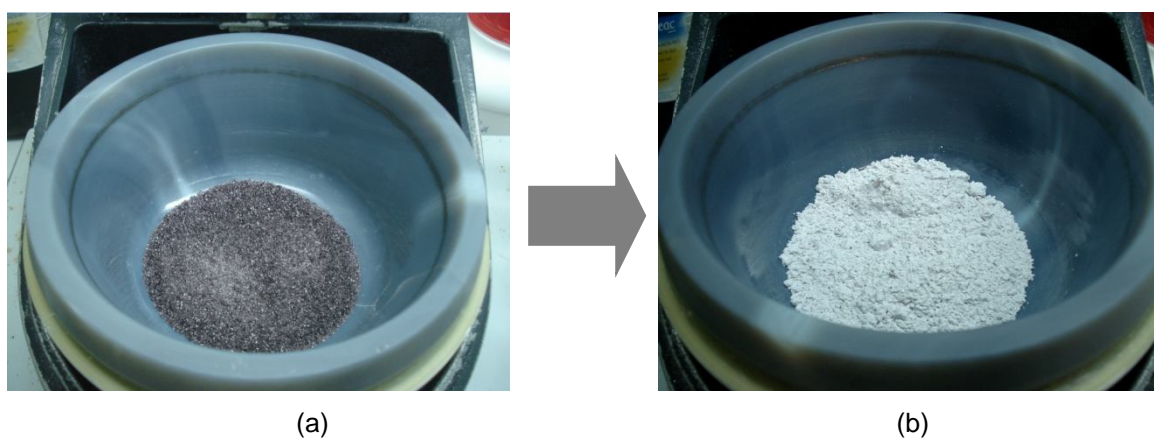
Frita de vidro T14P43 (a) no moinho Retsch-RM 10 (b).
